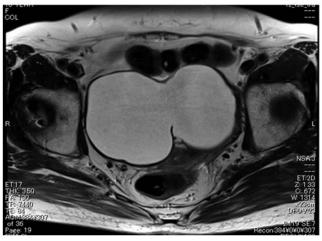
骨盤部MRI検査所見 (T2強調 水平断)
